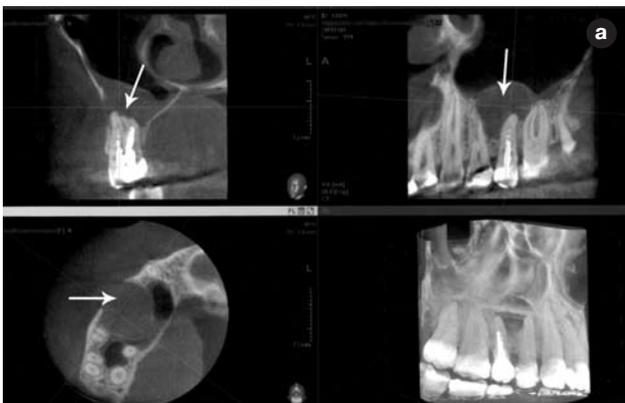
а – пациент В. обратился с жалобами на боли в области зуба на верхней челюсти справа, свищ. На томограмме установлено наличие одонтогенного воспалительного процесса в области зуба 15, диаметр которого составлял около 20 мм (указано стрелками). Причиной явилось некачественное эндодонтическое лечение премоляра. Благодаря трехмерному изображению зуба было установлено наличие вестибулярного изгиба корня и проведено повторное эндодонтическое лечение зуба 15 с учетом особенностей его строения.
